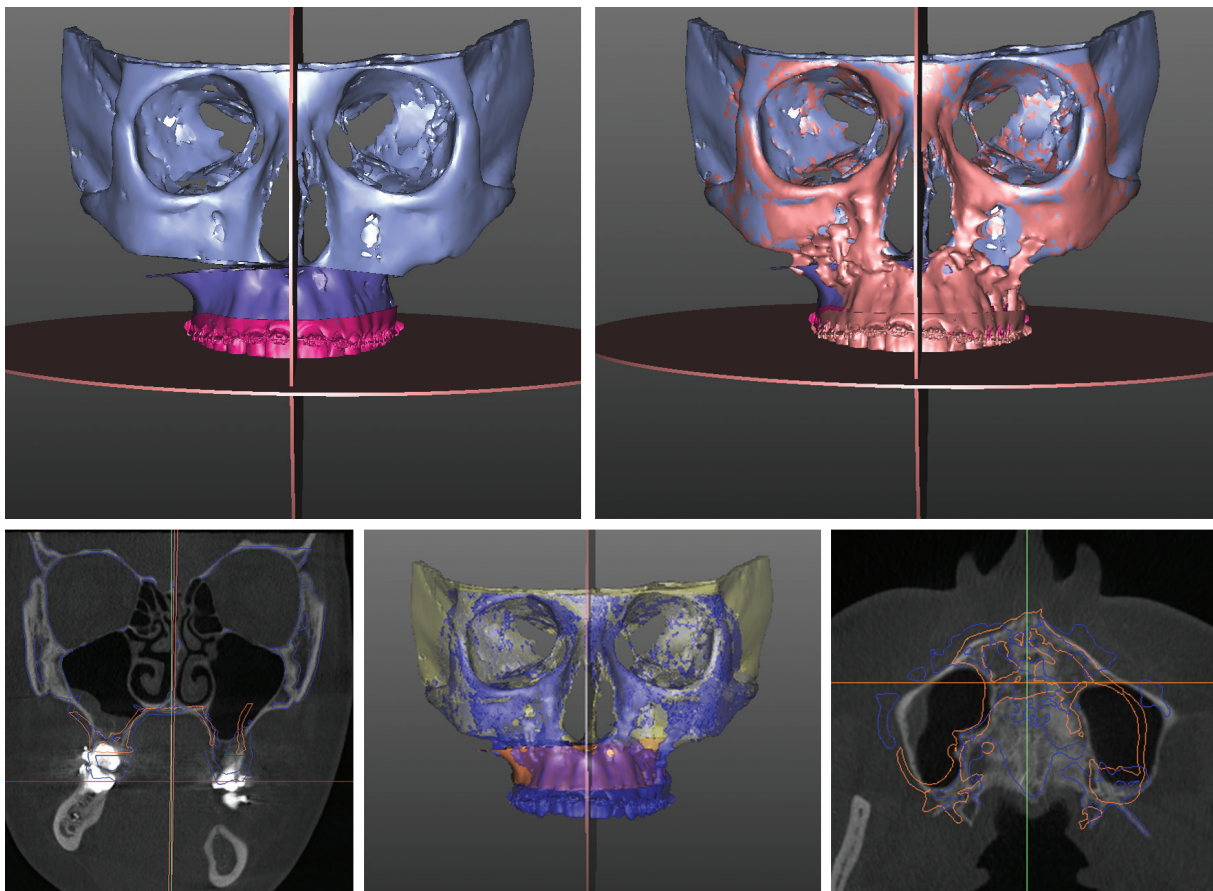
3D superimposition of post-operational CBCT model (coral color) with the planning model (indigo color) based on the pre-operational CBCT.
